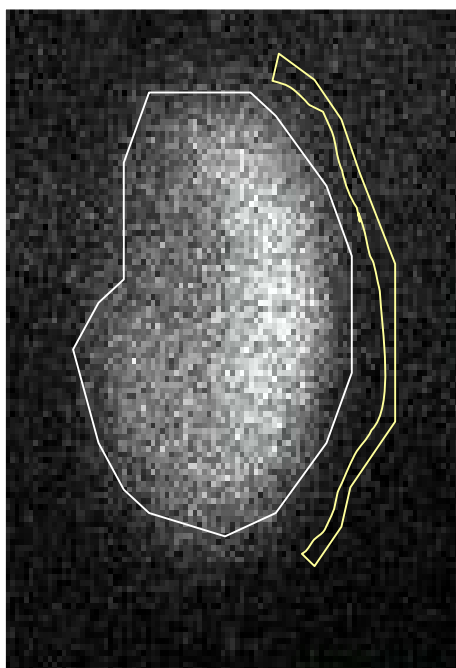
Estimativa da FRA em uma paciente de 28 anos de idade com diagnóstico de tumor no pólo inferior do rim direito, diagnosticado por ultra-sonografia e tomografia computadorizada de abdômen (a – imagem *in vivo*, projeção posterior; b – imagem *ex vivo*, projeção posterior; c – peça de nefrectomia, projeção anterior).
